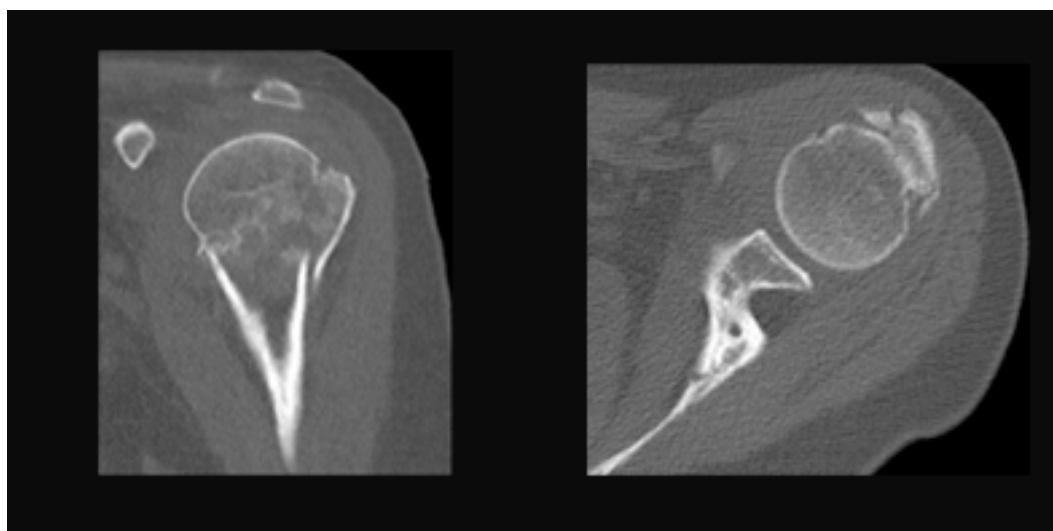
bis. Visions coronal i axial de la TC d'una fractura 3p valg
